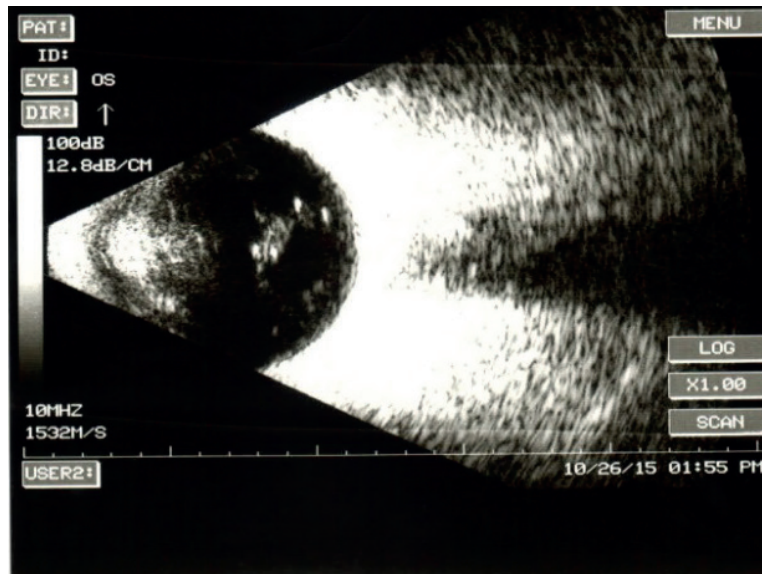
Данные УЗИ больного с деструкцией стекловидного тела до приема препарата Витро Кап
